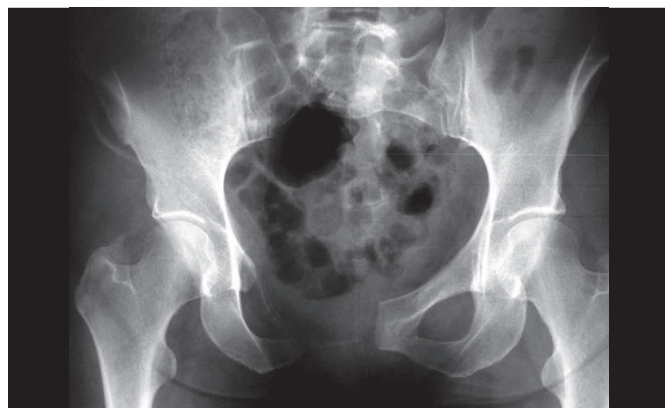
Radiografia pós-operatória de hemipelvectomia mostrando a ressecção da sínfise púbica e ramos púbicos.
